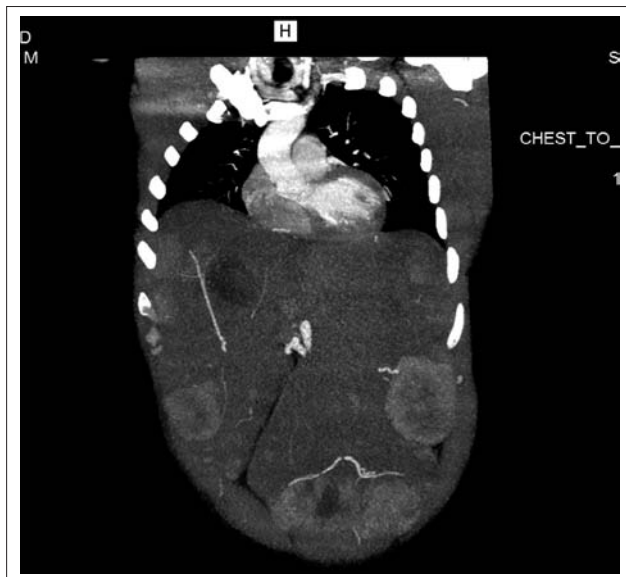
Спиральная компьютерная томография. Гепатомегалия, мультифокальное билобарное опухолевое поражение печени с участками распада
